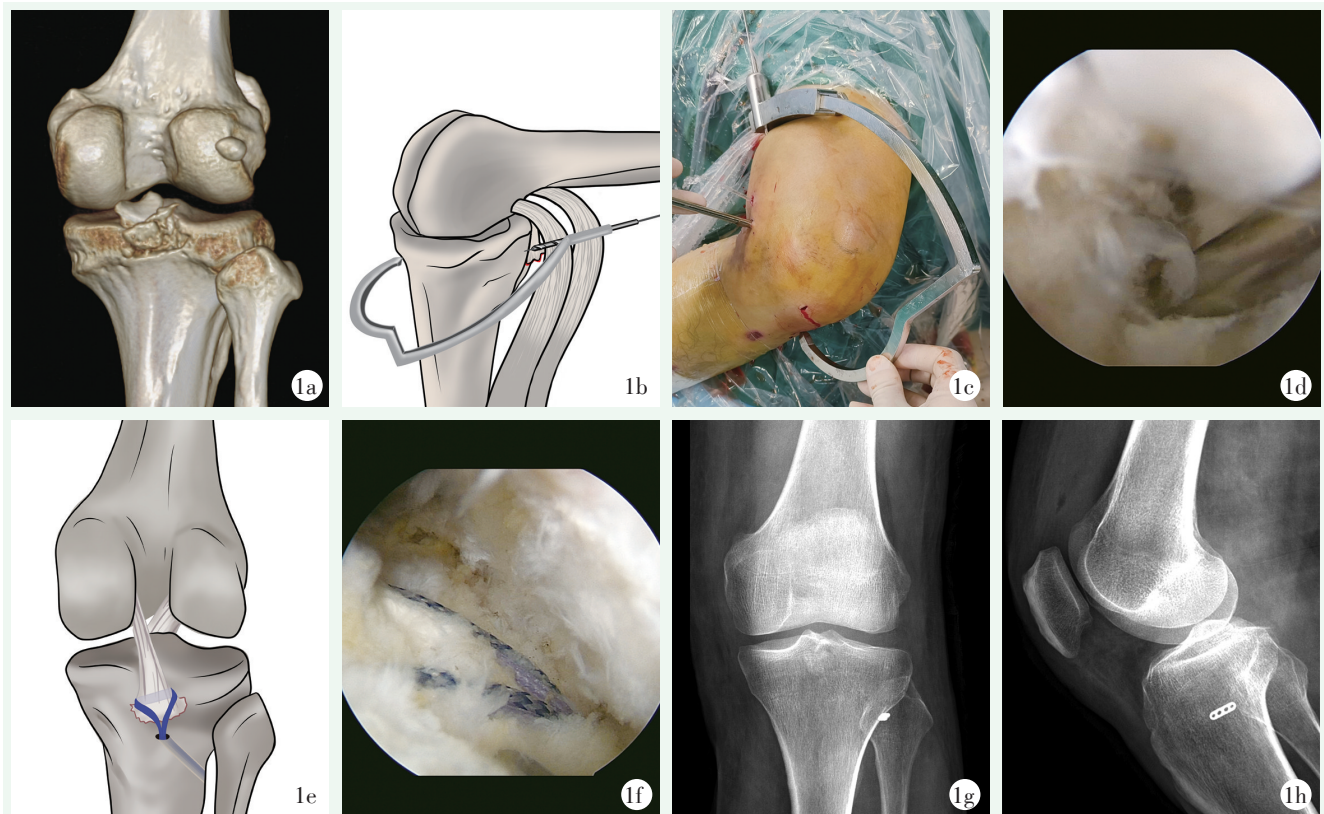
患者男性, 33 岁, PCL 胫骨止点撕脱骨折。1a: 术前 CT 三维重建示 PCL 胫骨止点撕脱骨折, 骨块与骨床分离; 1b: 导向器定位尖(隧道出口)位于胫骨结节水平外侧缘, 外套筒从股后内侧切口置入, 定位 PCL 骨折块稍下方; 1c, 1d: 镜下监视经导向器由后向前打入导针; 1e: PCL 实质部偏前缘引入高强度缝线, 经隧道牵拉至胫骨前外侧; 1f: 收紧缝线并打结固定, 镜下见骨折复位良好; 1g, 1h: 术后膝关节正位及侧位 X 线片示钛钢板位置佳, 骨折复位好。
